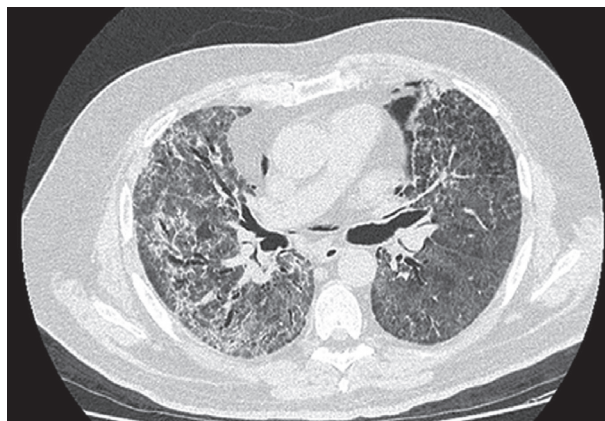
Компьютерная томограмма легких больного М. перед началом курса реабилитации после COVID-19 тяжелого течения.
